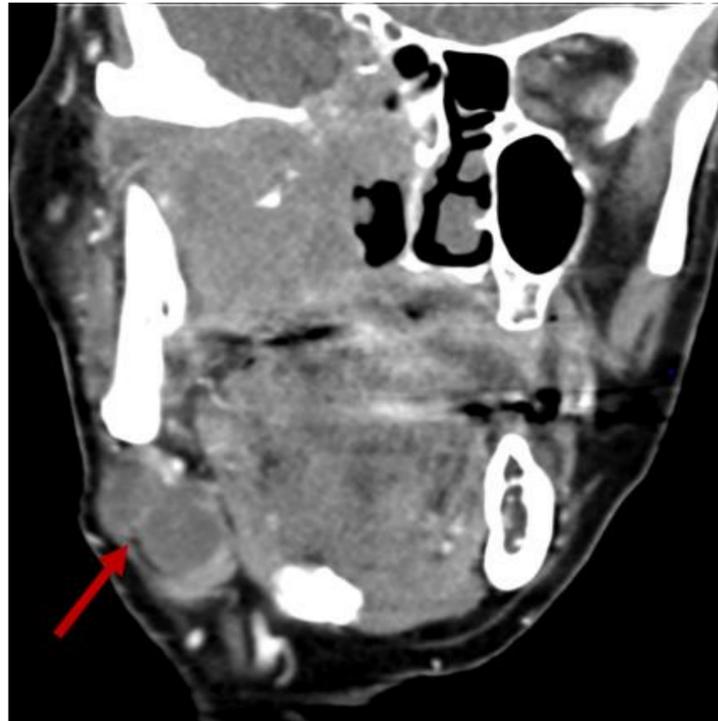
TAC Coronal con contraste. Invasión pared medial del seno maxilar, suelo orbitario y espacio masticador derecho. Adenopatías lb derechas. Carcinoma de células escamosas
